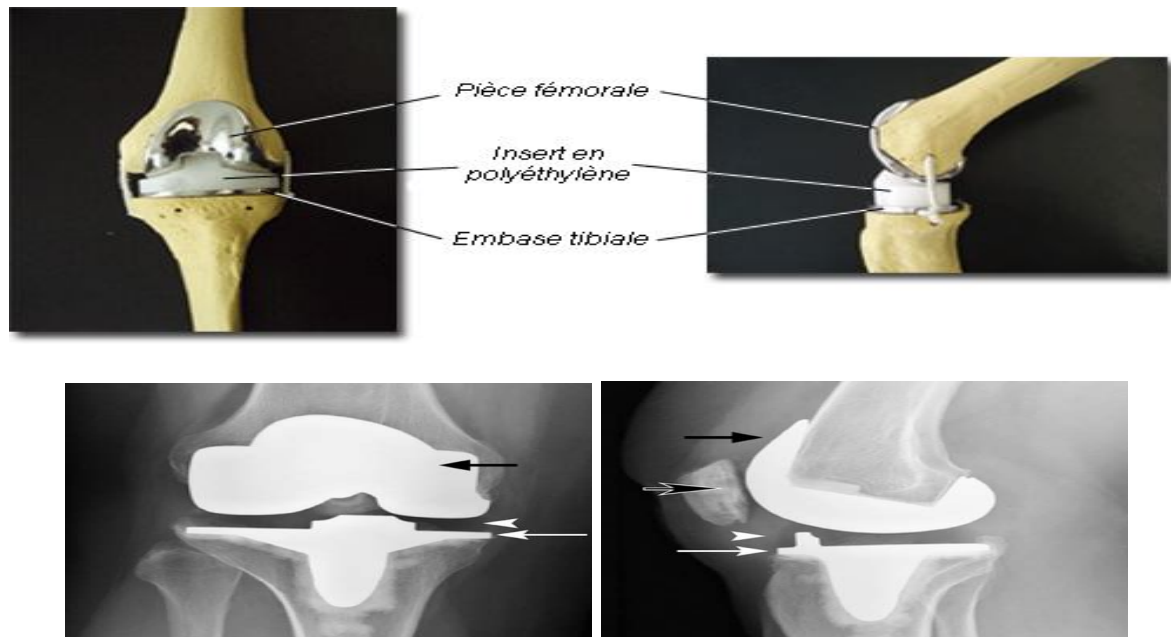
A Radiographie de face B Radiographie de profil PTG. Bouclier fémoral (flèche noire) ; bouclier patellaire (flèche noire avec liseré blanc) ; tampon de polyéthylène (tête de flèche) ; embase tibiale (flèche blanche).
